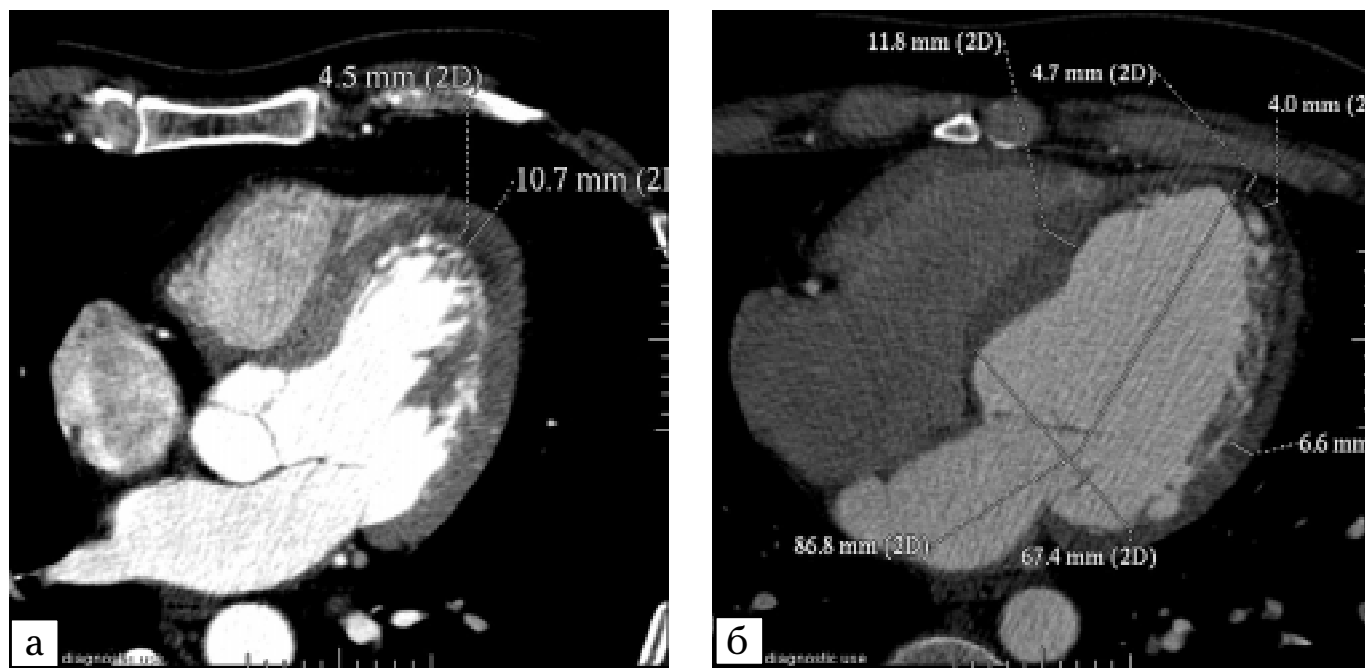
Мультиспіральна комп'ютерна томографія-вентрикулографія (з внутрішнім болюсним введенням контрастної речовини):
